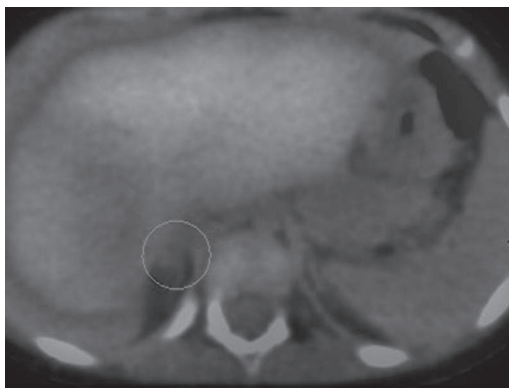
Estudio ¹¹³¹MIBG y SPECT/TC de baja dosis de abdomen en fase tardía en el que se observa lesión estructural nodular, de pequeño tamaño, localizada en brazo de la suprarrenal derecha, con leve actividad que es indistinguible de la actividad del parénquima hepático colindante; todo ello sugiere la presencia de un neuroblastoma de bajo grado (lesión recogida dentro del círculo).
